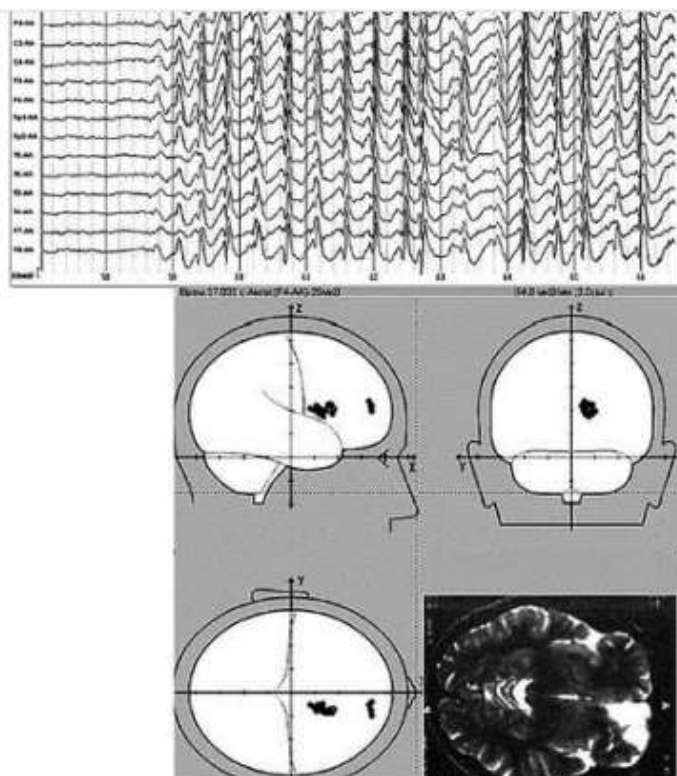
ЭЭГ пациента с симптоматической лобной эпилепсией. Генерализованные разряды билатерально-синхронных комплексов острая-медленная волна частотой 2 Гц и амплитудой до 350 мкВ с чётким амплитудным преобладанием в правой лобной области. Трёхмерная локализация начальных спайков эпилептиформных разрядов демонстрирует плотную серию из двух подмножеств мобильных источников, начинающихся в полюсе орбитофронтальной коры справа и распространяющихся кзади вдоль контура кисты в направлении ростральных отделов переднего продольного пучка переднего мозга. В правом нижнем углу: КТ визуализирует кисту в орбитофронтальной области правого полушария.
